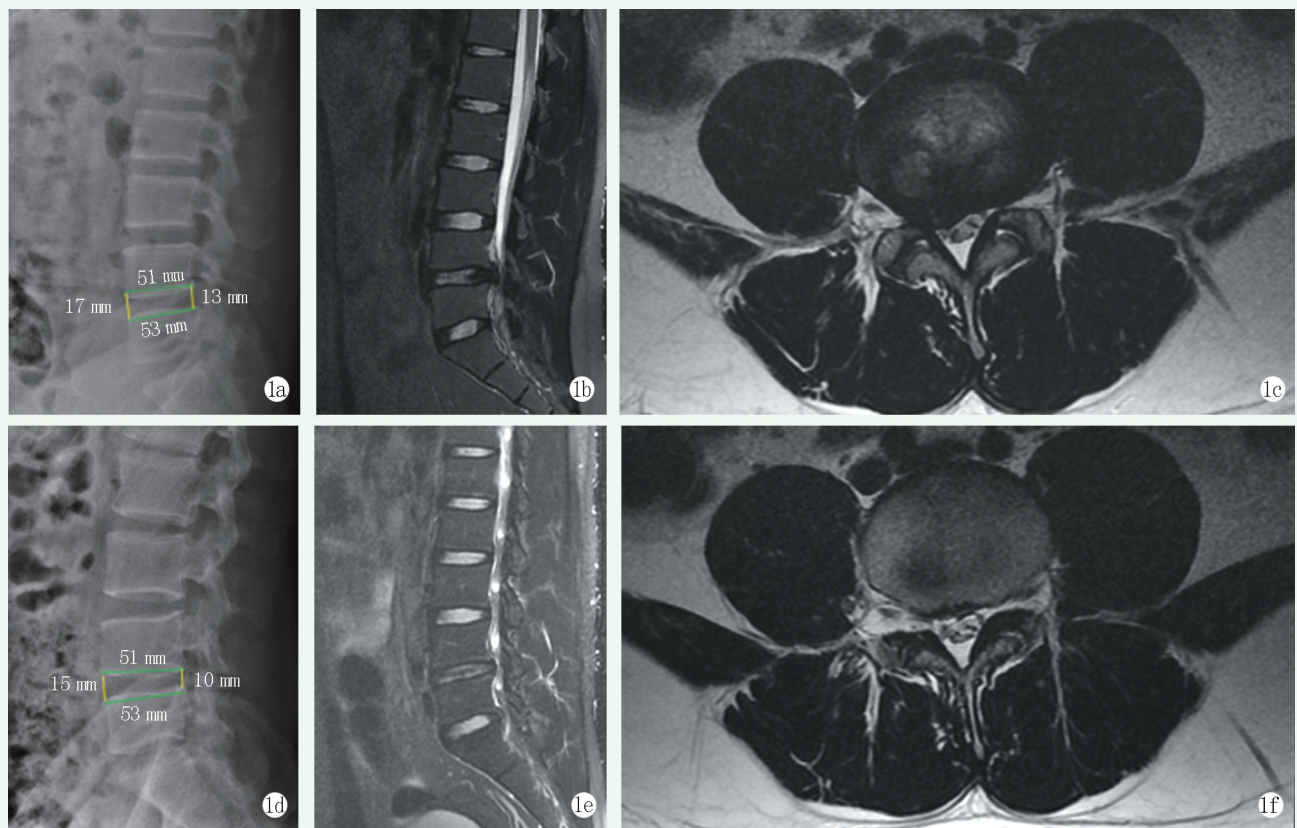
患者，男，45 岁，因 L_{4/5} 椎间盘突出症行 PTED 下摘除联合 PRP 治疗 1a: 术前侧位 X 线片示 IDHI=28.85% 1b: 术前 MRI 检查示 L_{4/5} 髓核脱出，Pfirrmann 分级为 III 级 1c: 术前 MRI 横断位示髓核向右后脱出 1d: 术后随访侧位 X 线片示 IDHI=24.85% 1e: 术后 MRI 检查示 L_{4/5} 椎间隙信号不均匀，纤维环仍不清晰，Pfirrmann 分级仍为 III 级 1f: 术后 MRI 横断位示脱出髓核已清理
